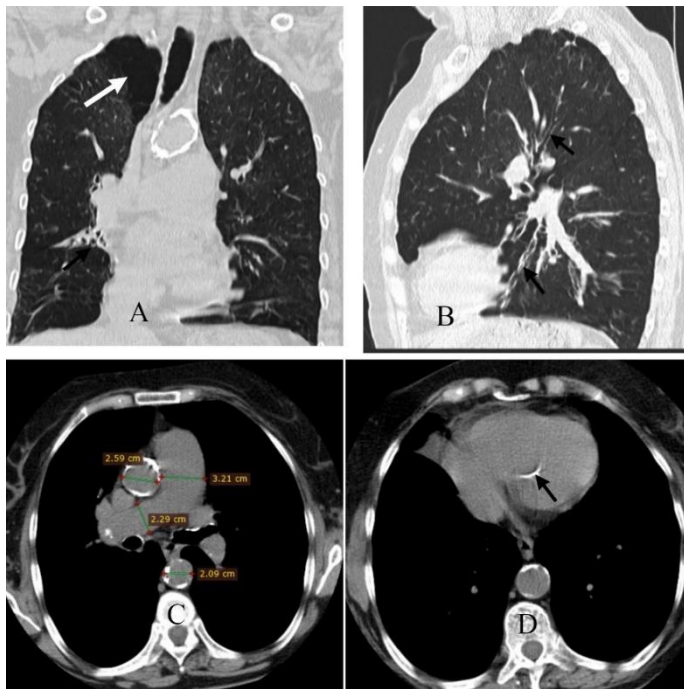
Calcificări de artere coronare și aortă la HRCT torace
